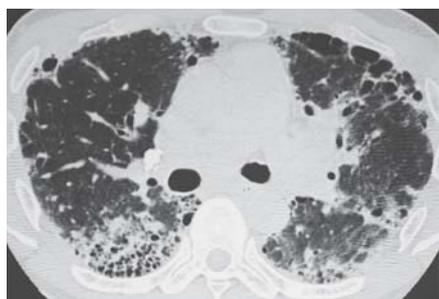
HRCT, micro-cisti, pluristratificate in corrispondenza dei territori posteriori basali in UIP
